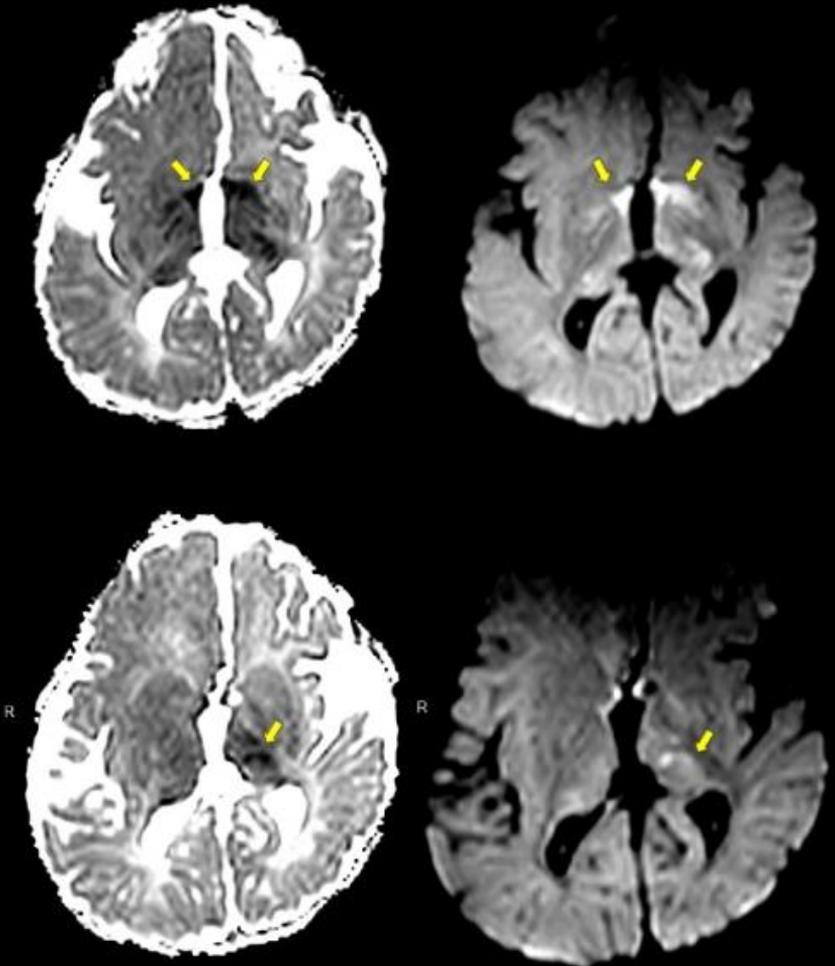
Paciente de 4 meses de edad, con antecedente de epilepsia refractaria, ingresa por status epiléptico y se realiza RM el 3er día. Se observan focos de restricción de la difusión a nivel hipotalámico anterior bilateral, palidal inferior izquierdo y en el sector anterior y medio del tálamo del lado izquierdo.
